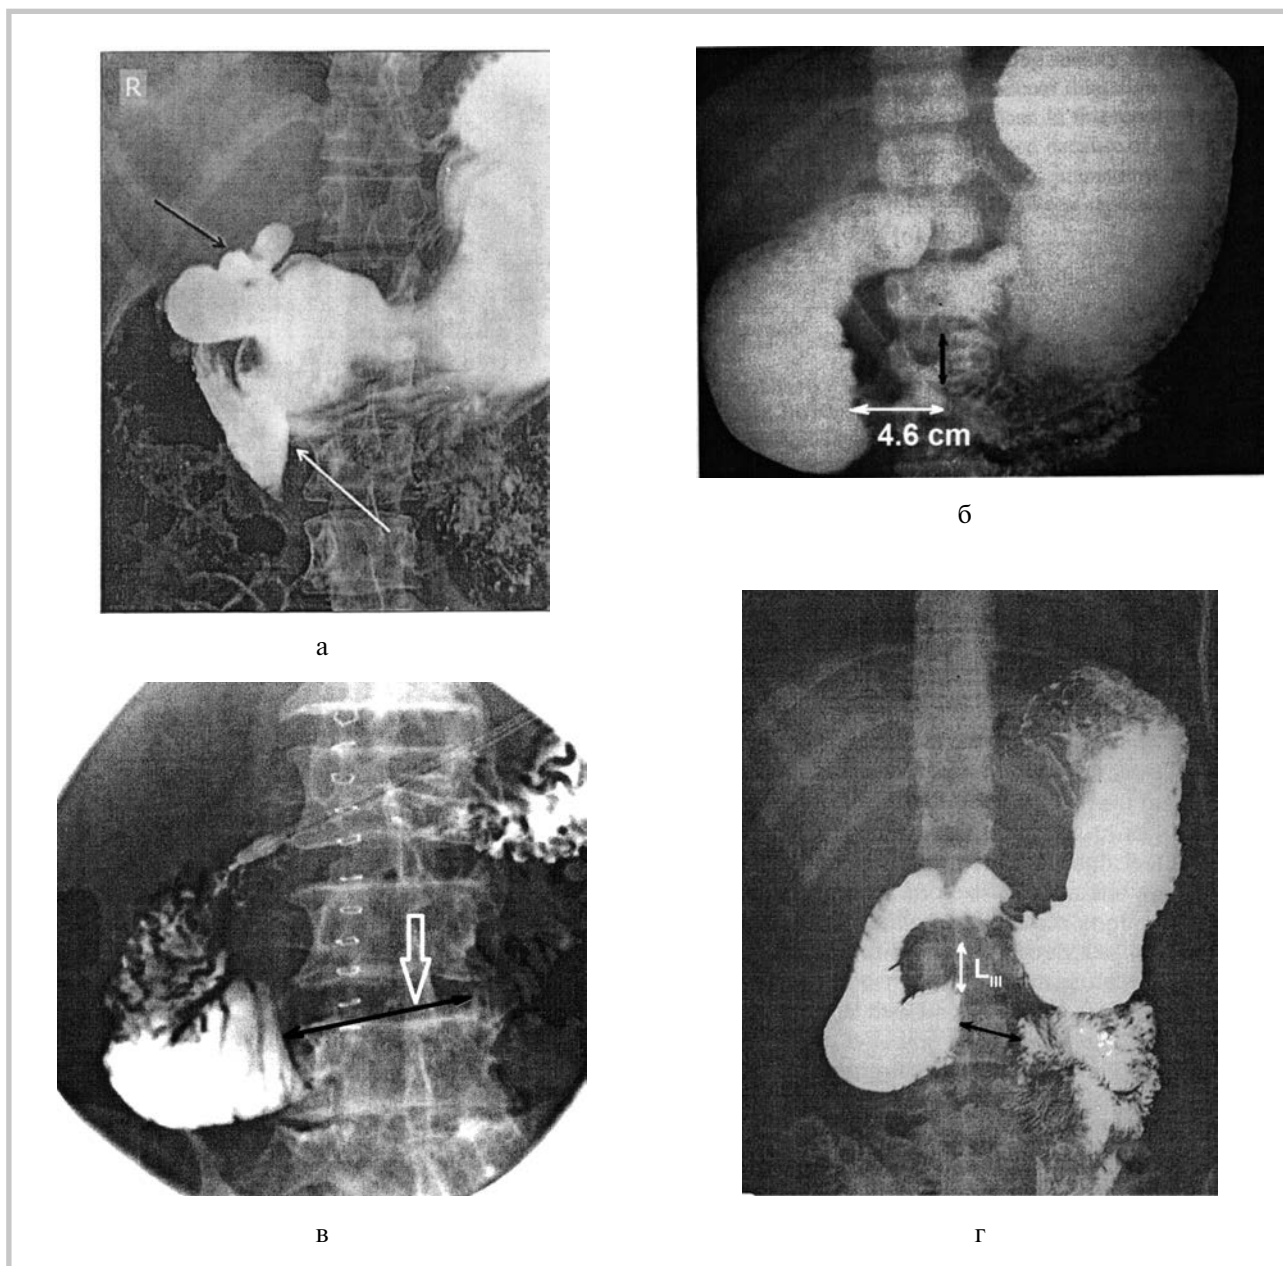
Рентгенограммы больных с СВБА.
